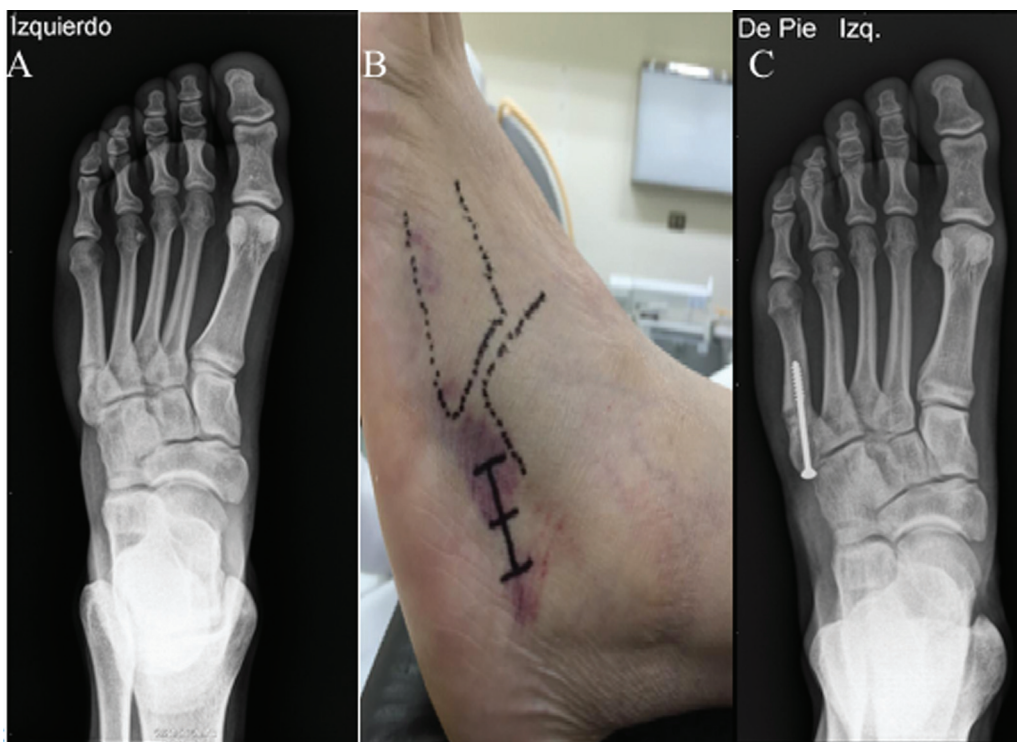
(A) Radiografía de fractura de la zona 3 de la base del quinto metatarsiano. (B) Abordaje quirúrgico percutáneo. (C) El largo de tornillo más usado fue el de 45 mm.
